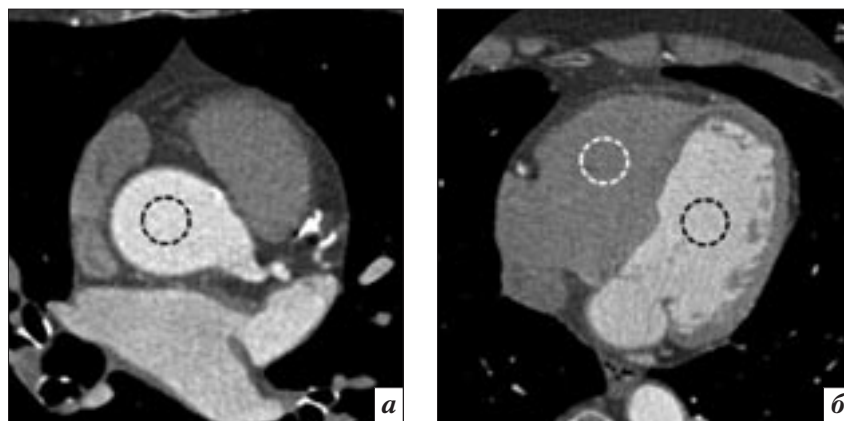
МСКТ-коронарография, аксиальные изображения. Оценка уровня сигнала, шума и соотношения сигнал/шум в корне восходящей аорты (а), в полостях левого и правого желудочка (б). Зона интереса (ROI) составила 100 мм².
